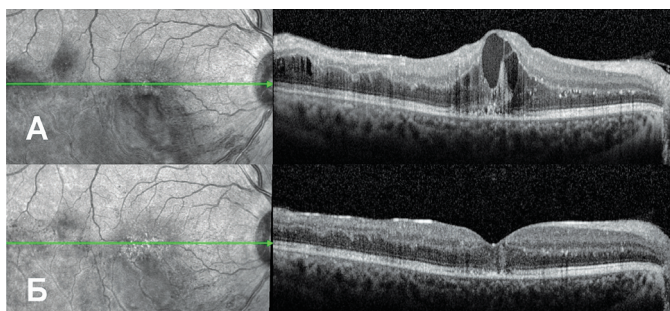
Данные оптической когерентной томографии правого глаза пациентки А. А — до начала лечения, Б — через 4 дня после ИВИ «Озурдекса». Наблюдается разрешение интратрикулярного кистозного отёка и уменьшение количества гиперэхогенных глиальных клеток; деструкция пигментного эпителия сохраняется
